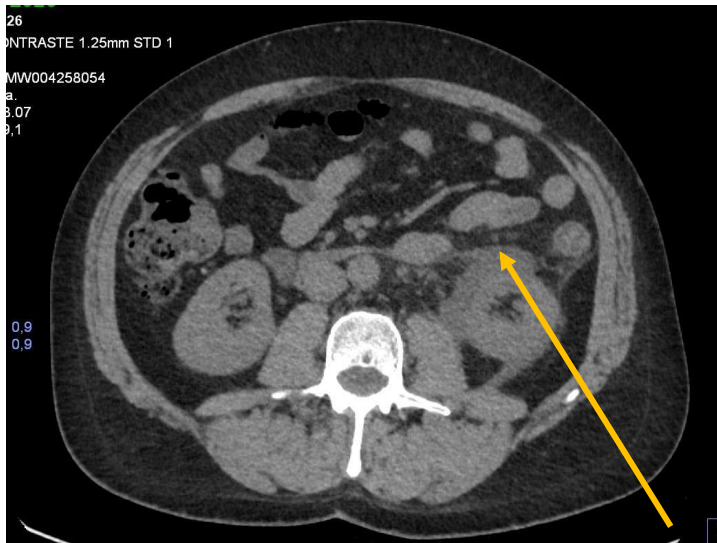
Corte axial de TC abdominal sin cte: urinoma renal inferior izquierdo (flecha amarilla)
